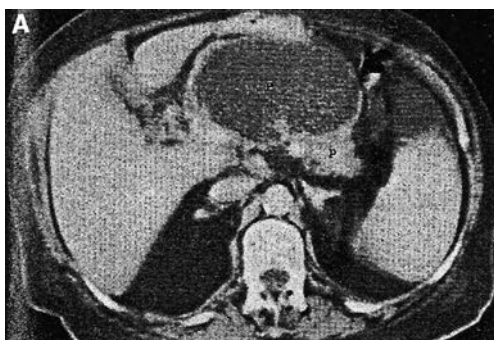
Colon drept infarctat în pancreatită acută, A-Imaginea CT arată pseudochist cu necroză pancreatică la 6 săptămâni după pancreatita acută, B-o lună mai târziu, CT arată pneumatoză tardivă
